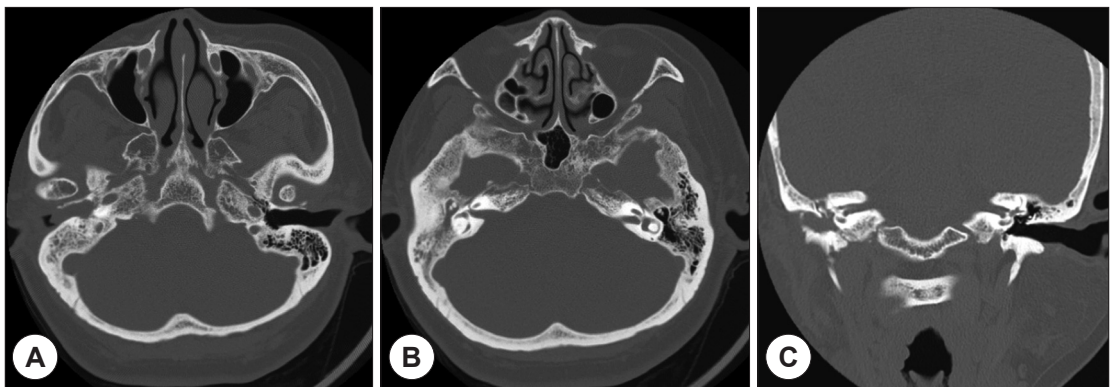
Preoperative non-enhanced temporal bone CT scans - Axial view shows a mass shadow in the right middle ear extending into the external auditory canal (A) and mastoid antrum (B). Coronal view shows bony erosion on the inferior wall of the external auditory canal (C).
